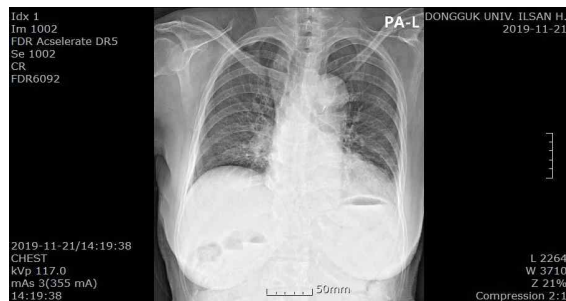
Chest X-ray (PA) 2019-11-21.
